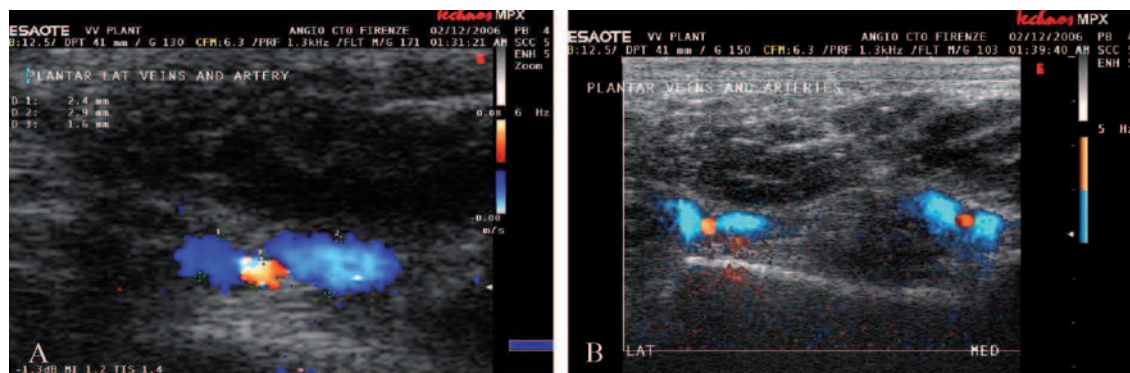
Immagini eco-color-Doppler di vasi plantari normali.
